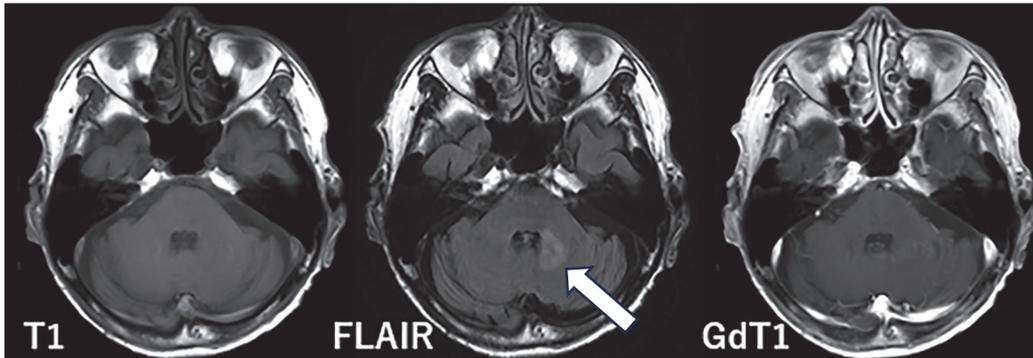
当科初診より4ヶ月時の頭部MRI。左小脳半球深部にFLAIR高信号領域が出現している(白 矢印)。造影効果は認めない。
